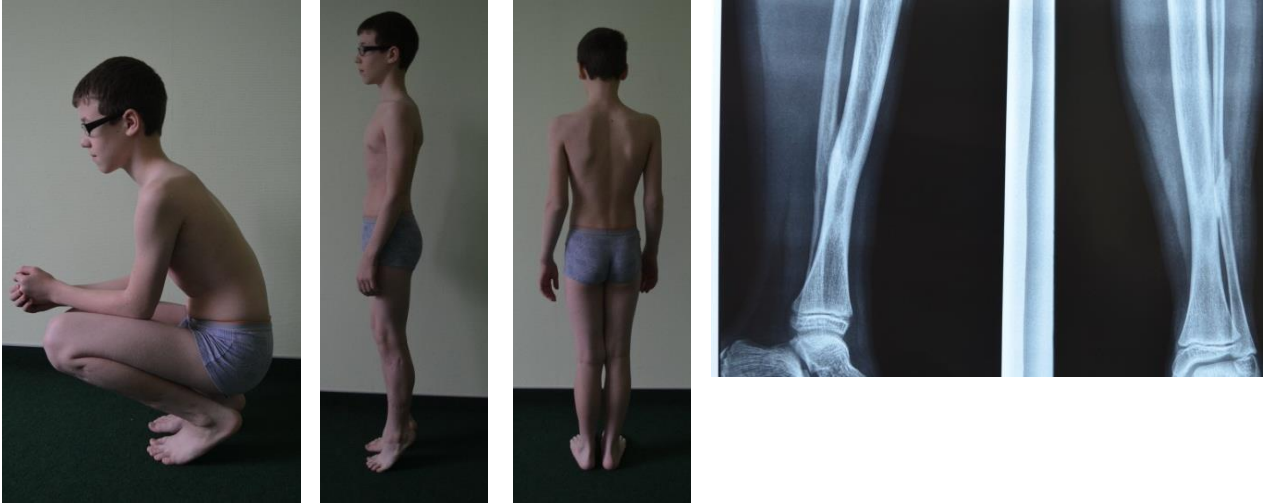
Больной Б., врождённый ложный сустав большеберцовой кости на фоне фиброзной дисплазии. Клинико-рентгенологический результат оперативного лечения.
